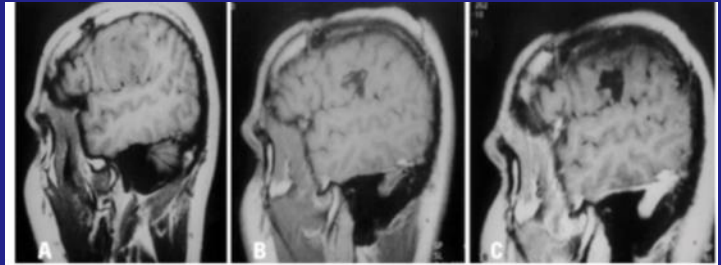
Paciente 12. A. RMN em T1 com gadolínio revela tumor isoíntenso na região frontal esquerda. Histopatologia: tumor misto. B. RMN no pós-operatório mostra ressecção tumoral total e captação linear do contraste. C. RMN pós-operatório, 4 anos após a cirurgia confirma a remoção completa da lesão. Não há captação do contraste.
